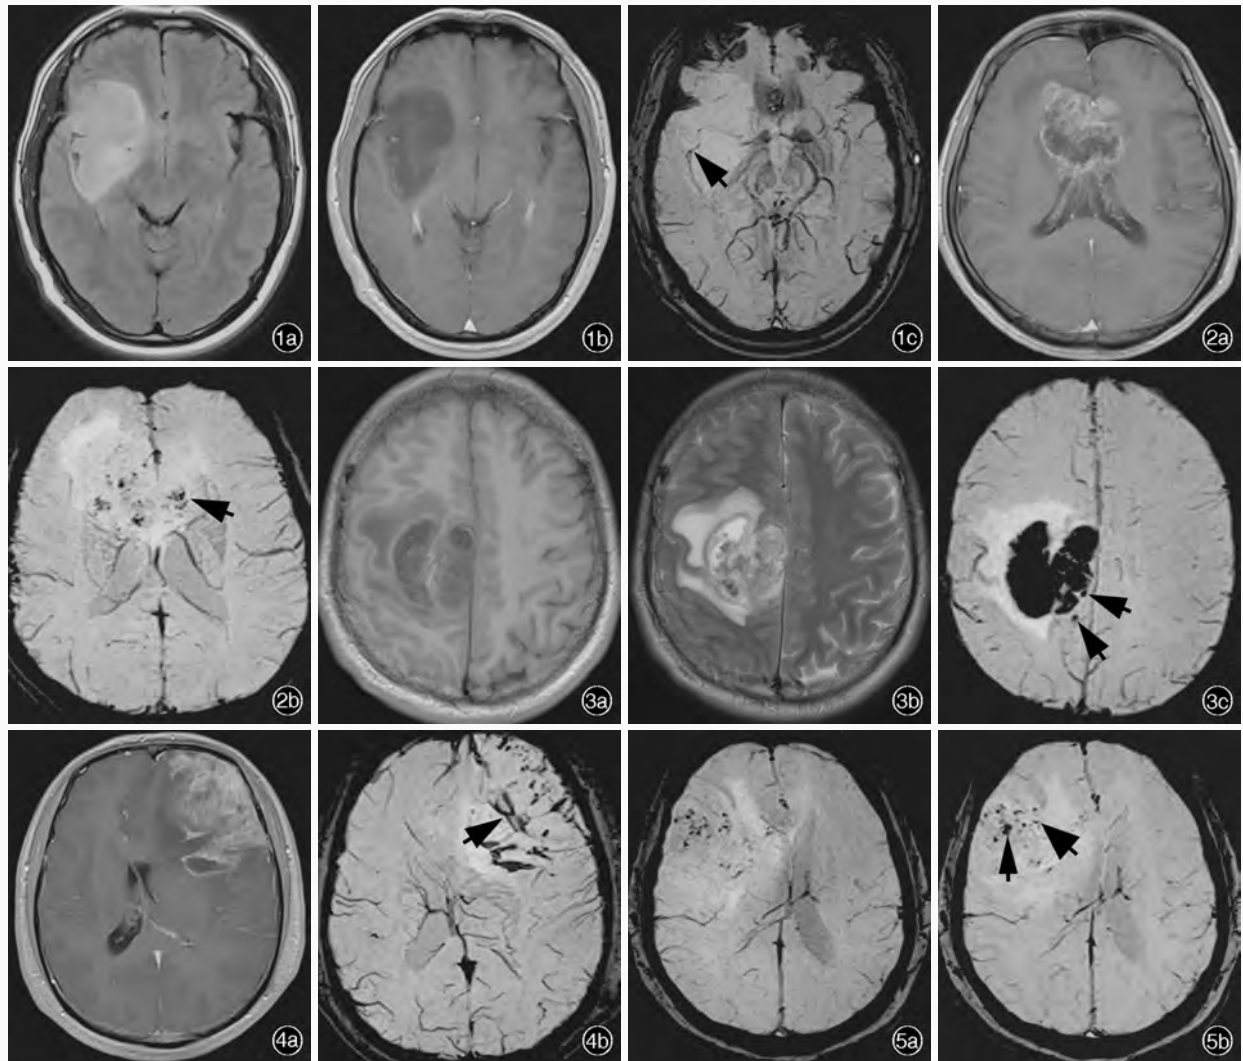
右侧额叶、岛叶弥漫性星形细胞瘤(WHO II 级)。常规 MRI 扫描序列可见病灶内有少量小血管;而 SWI 序列显示肿瘤小静脉则更完整(箭头所示),呈稀疏分布,肿瘤实质呈高信号,其内未见出血信号 1a 横断面 FLAIR 序列 1b 横断面增强 T₁WI 序列 1c 横断面 SWI 序列 图 2 胼胝体膝部间变性星形细胞瘤(WHO III 级)。增强 T₁WI 序列显示肿瘤实质强化表现掩盖了强化的小血管;而 SWI 序列则清晰地显示出呈簇状分布的肿瘤小静脉(箭头所示),肿瘤实质呈稍低信号,肿瘤周围水肿带呈高信号 2a 横断面增强 T₁WI 序列 2b 横断面 SWI 序列 图 3 右侧额叶间变性星形细胞瘤伴卒中(WHO III 级)。常规 MRI 序列显示肿瘤实质内大片状出血信号;而 SWI 序列则呈现更大范围的出血且邻近微小性出血灶(箭头所示)清晰可见 3a 横断面 T₁WI 序列 3b 横断面 T₂WI 序列 3c 横断面 SWI 序列 图 4 左侧额叶胶质母细胞瘤(WHO IV 级)。增强 T₁WI 序列仅显示肿瘤实质内有少量小血管;而 SWI 序列则清晰地显示了肿瘤内静脉(箭头所示)分布密集、粗细不均匀、走行迂曲紊乱 4a 横断面增强 T₁WI 序列 4b 横断面 SWI 序列 图 5 胶质母细胞瘤(WHO IV 级)。SWI 序列清晰地显示了密集分布的肿瘤静脉及微小性出血灶,肿瘤实质部分呈稍低信号;增强 SWI 序列可见肿瘤实质强化,部分实质仍呈稍低信号,肿瘤静脉(粗箭头所示)及微小性出血灶(细箭头所示)显示更为清晰 5a 横断面 SWI 序列 5b 横断面增强 SWI 序列
